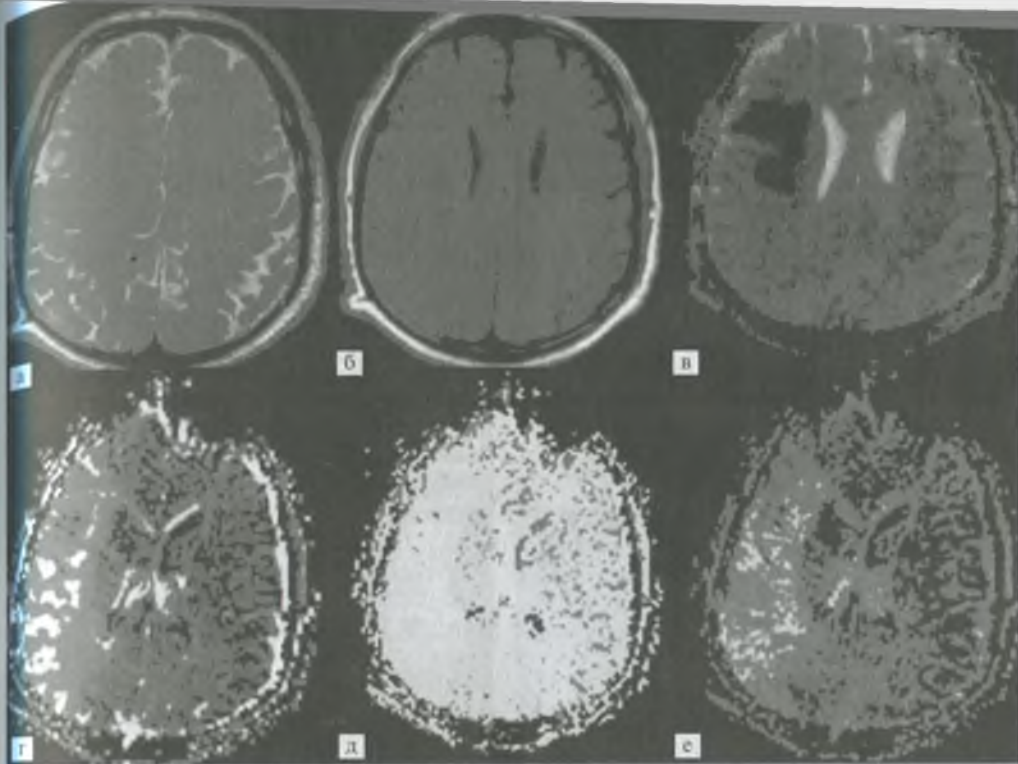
Сопоставление магнитно-резонансных томограмм головного мозга при ишемическом инсульте, выполненных при различных программах:
